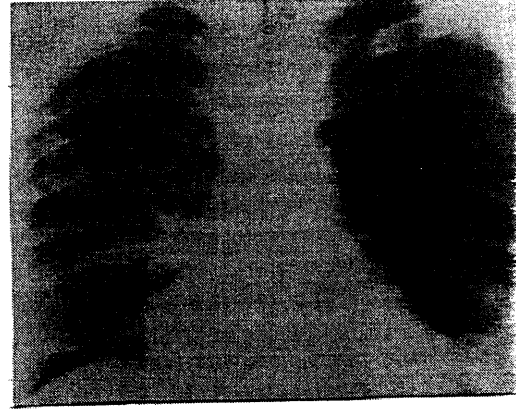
Postero-anteriyor Akciğer Grafisinde Hamartom Görünümü.
